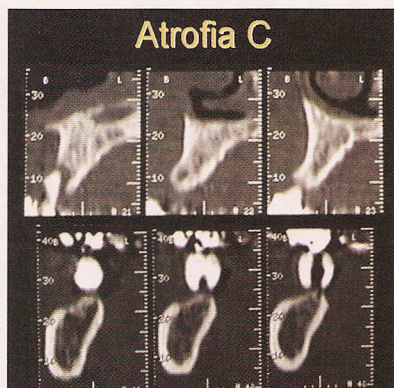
Correlación radiológica (CT) de la atrofia tipo C
